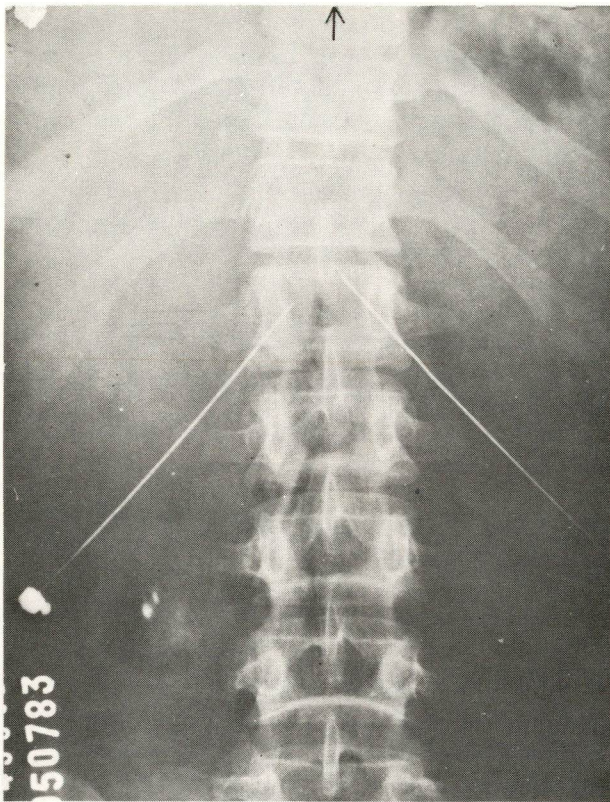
Paciente J.C.F. — Radiografia em AP, mostrando as agulhas corretamente posicionadas ao nível da porção média do corpo da primeira vértebra lombar. A agulha da esquerda foi ligeiramente recuada antes da injeção.
